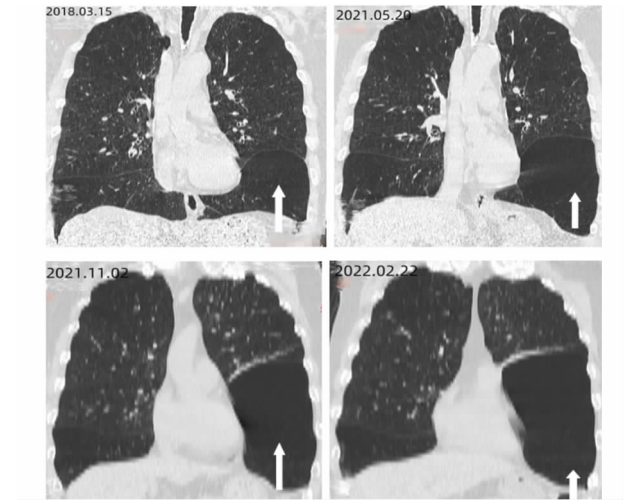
胸部 CT 冠状面(白色箭头所指区域为肺大疱)
